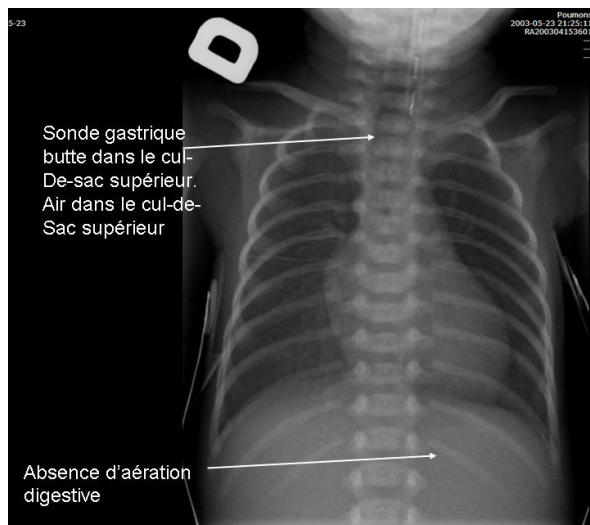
Radiographie pulmonaire d'un nouveau-né avec atrésie de l'œsophage (image d'archives du Dr C. Faure, CHU Sainte-Justine).
